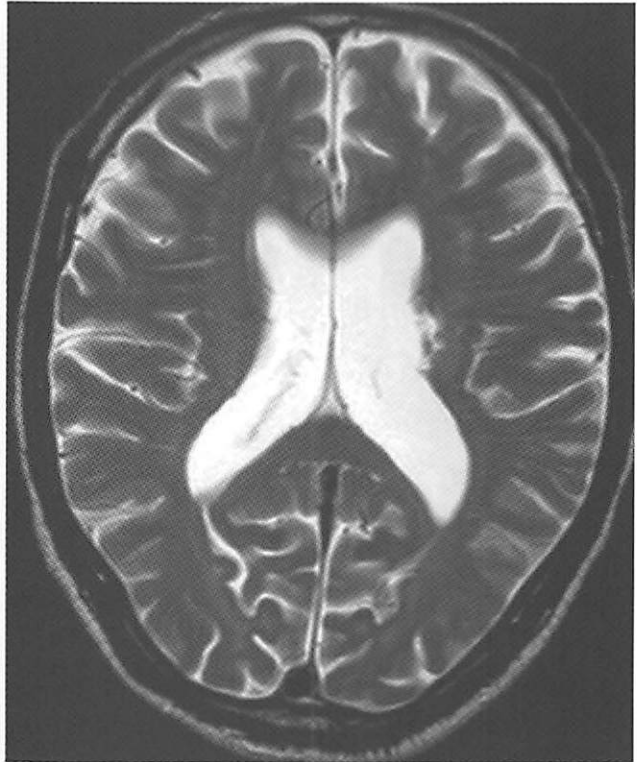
MRI (T2WI) では左基底核部に小さな円形の high intensity があり、過去の梗塞を示している。
